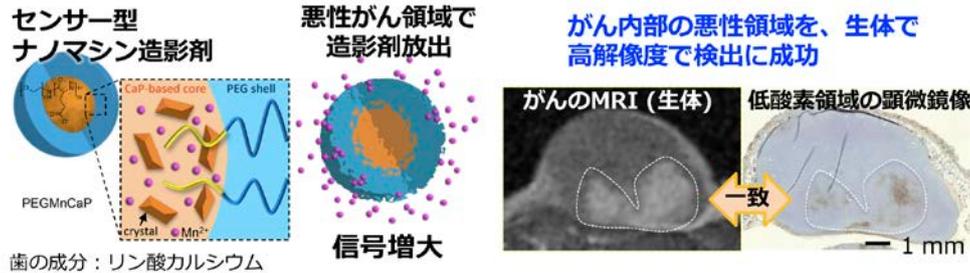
歯の成分であるリン酸カルシウムを主成分とするナノマシンは、悪性度の高い腫瘍が持つ低 pH に反応して造影剤を放出。放出された造影剤はがん組織と結合して、高い造影効果を生み出し MRI の信号を増大させる。Nat Nanotechnol. 2016 Aug;11(8):724-30.
